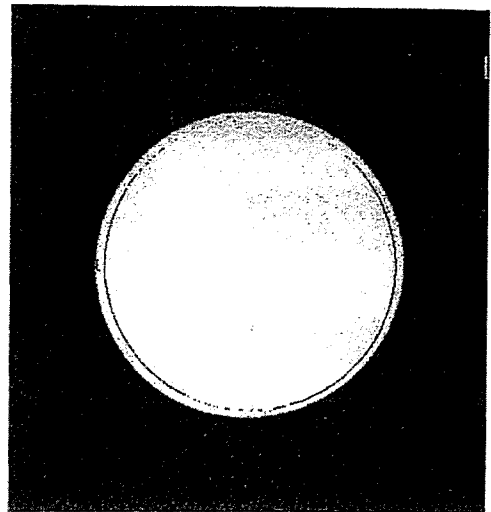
Image of phantom for SNR measurement acquired using MRI.
